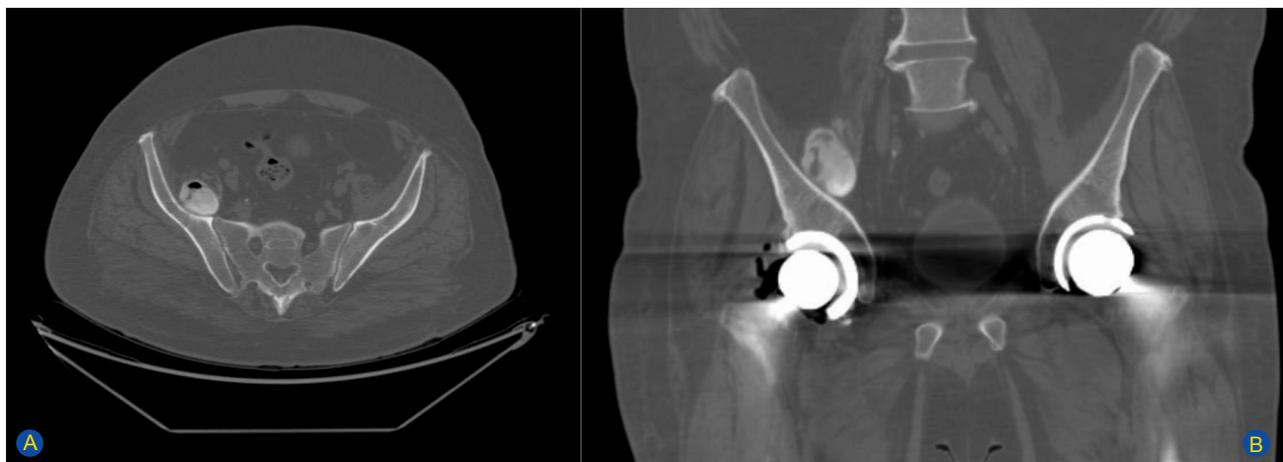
Tomografia computadorizada da anca direita: A) corte axial B) corte frontal: mostrando coleção heterogénea quística intrapélvica.
